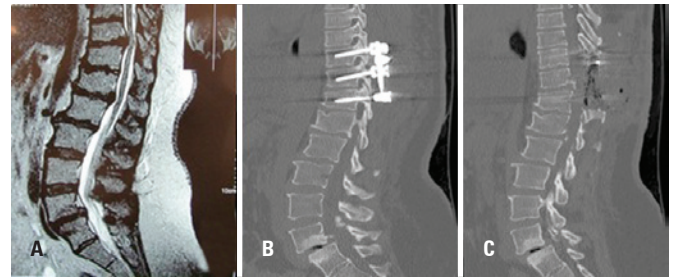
Ressonância magnética de sequência sagital lombar T2 mostrando herniação de disco T11-12 com compressão da medula espinhal (A); TC scan - reconstrução sagital após microdissectomia/descompressão transpedicular e laminectomia T10-T12, com fixação do pedículo com parafusos (B e C)
